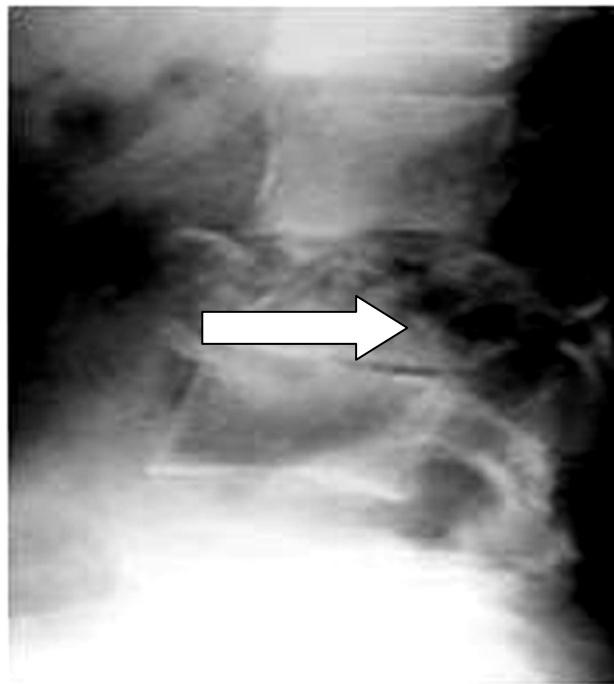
Radiographie du rachis lombaire de profil : lésion lytique expansive avec tassement du corps vertébral de L3 et pincement des espaces intervertébraux.
